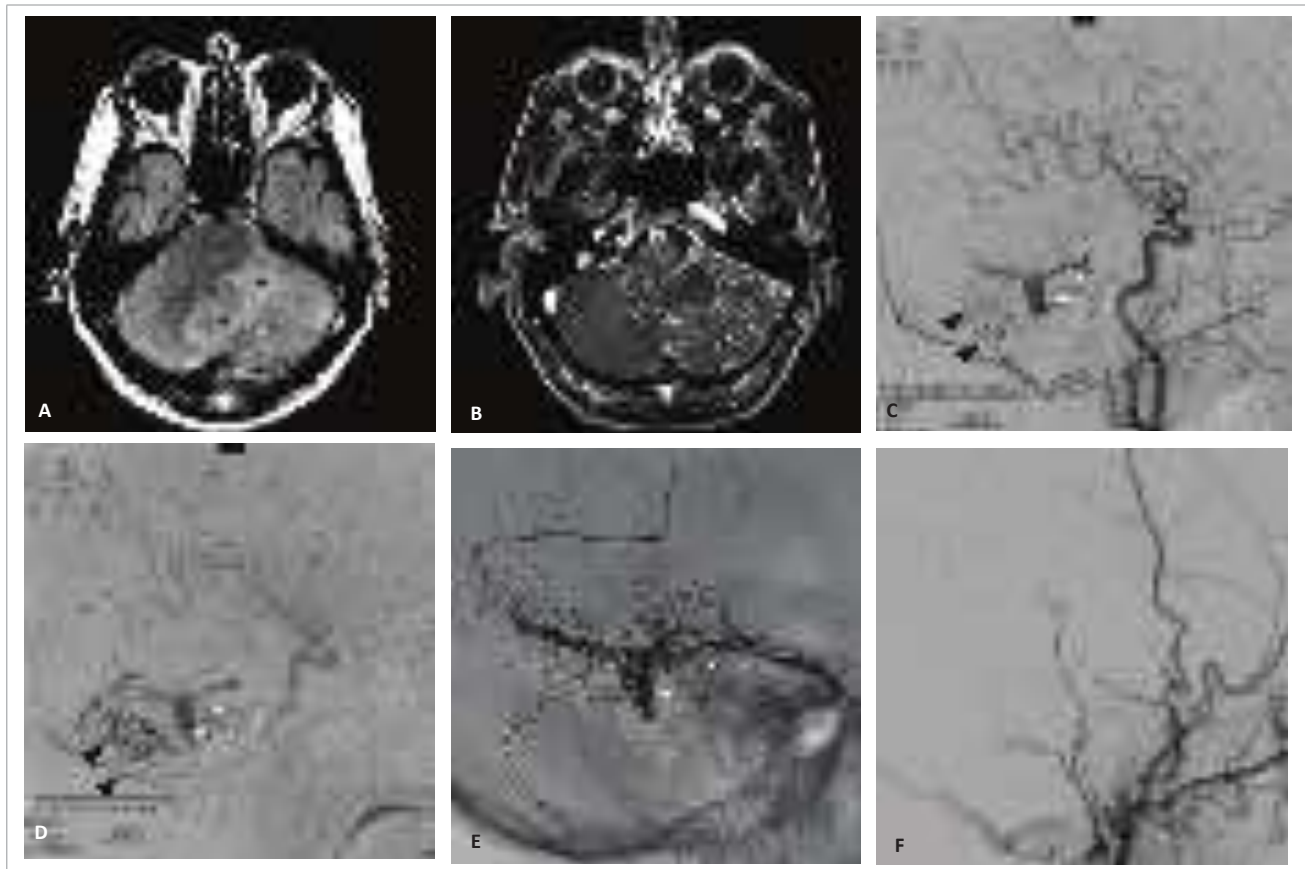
Embolização de FAVD do seio lateral por via arterial com injeção de Onyx®. Paciente do sexo masculino, 90 anos, lúcido. Quadro clínico recente de tontura, náusea, sonolência, dificuldade à marcha. Cortes axiais de RM (FLAIR e T1 pós-contraste) mostram edema no hemisfério cerebelar esquerdo associado a efeito de massa (asteriscos pretos) e a estruturas vasculares ectasiadas e tortuosas de permeio (asterisco branco) realçadas após a injeção de contraste (A e B). Angiografia em perfil com injeção pela carótida comum esquerda: há uma FAVD nutrida por ramos meníngeos da carótida externa e com drenagem para segmento excluído do seio lateral esquerdo e importante refluxo venoso cortical para veias do hemisfério cerebelar (C e D). Após o microcateterismo de ramo da artéria média esquerda e injeção de Onyx, observa-se o cast final de Onyx® (E) preenchendo o seio lateral dural excluído e as artérias nutridoras. Os controles finais com angiografia da carótida externa esquerda mostram ausência de lesão residual (F).
